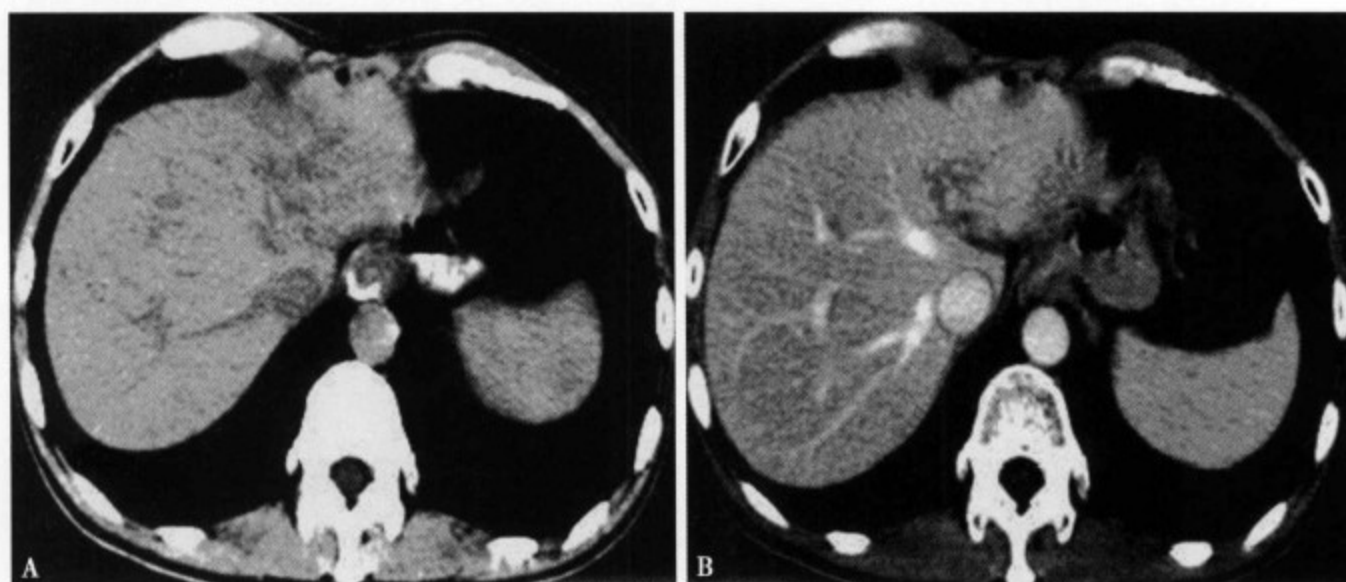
胃癌术后放疗所致肝左外叶放射性肝损伤：CT 平扫（A）表现为片状低密度影；CT 增强扫描（B）可见损伤区强化较正常肝组织明显，门静脉大分支未显影
